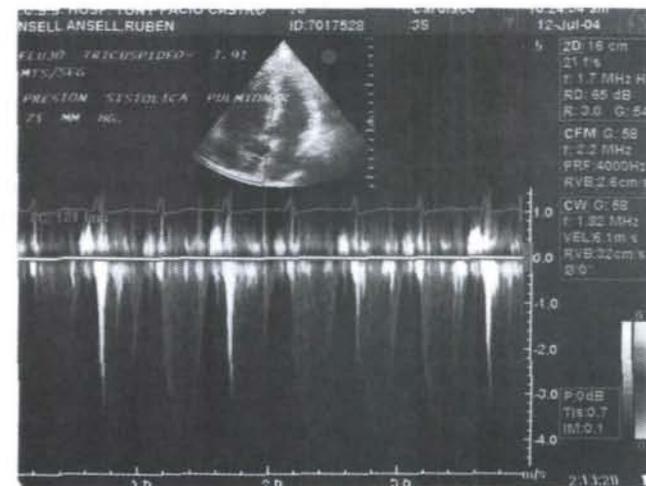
Registro Doppler continuo del flujo de regurgitación tricúspide con velocidad de 3,91 mts/seg que permite calcular la presión sistólica pulmonar en 75 mm Hg.
